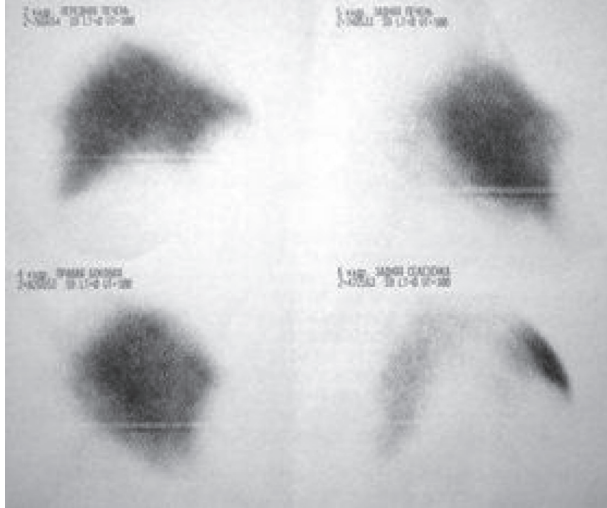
Статическая сцинтиграфия печени после курса кровопусканий от ноября 2013 г.
